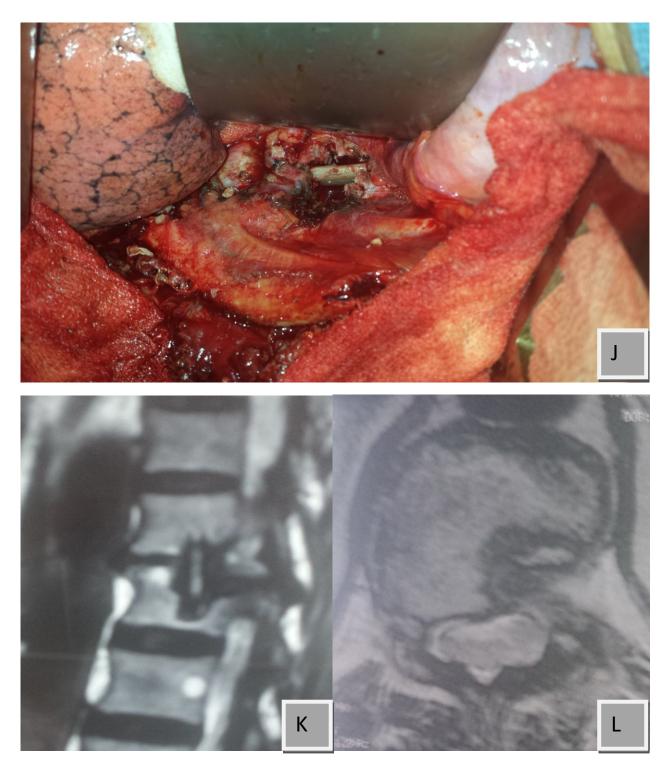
Mise en place du greffon inter-somatique en T11-T2 en (J), Image d'une IRM de contrôle post-opératoire en coupe sagittale (K) et axiale (L) montrant la décompression et le greffon inter-somatique.
